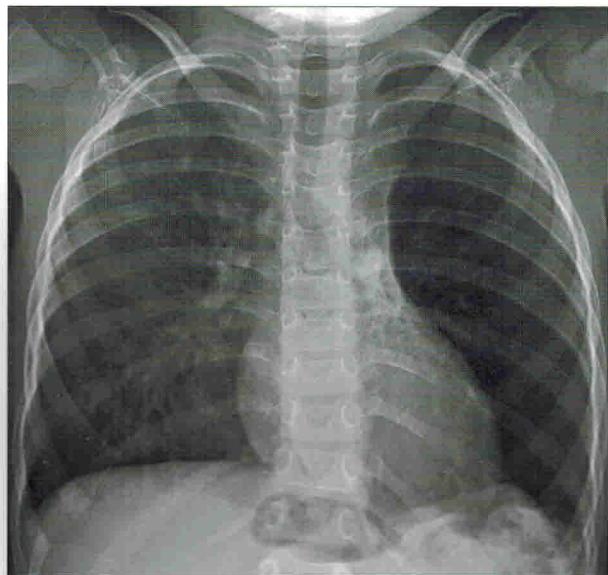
На рентгенограмме грудной клетки в передней проекции инфильтрации в легочной ткани не выявлено. Интерстициальная реакция в прикорневых и нижних отделах справа. Слева — в средних и нижних отделах легочный рисунок обеднен, деформирован. Правый корень не расширен, структурен, левый корень «прикрыт» тенью средостения, подтянут медиально и вниз. Диафрагма расположена на уровне заднего отдела X ребра, левая ее половина частично релаксирована, деформирована спайками. Контур диафрагмы четкий, передний и боковой отделы правого синуса свободны, боковой отдел левого синуса затенен (облитерирован?). Сердечно-сосудистая тень в размерах не увеличена, несколько подтянута влево
